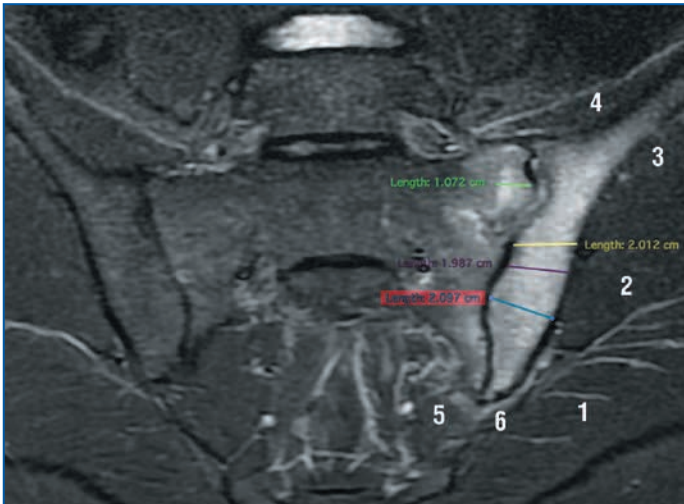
Данные МРТ КПС в полукоронарной проекции В (ИП T2 STIR).
